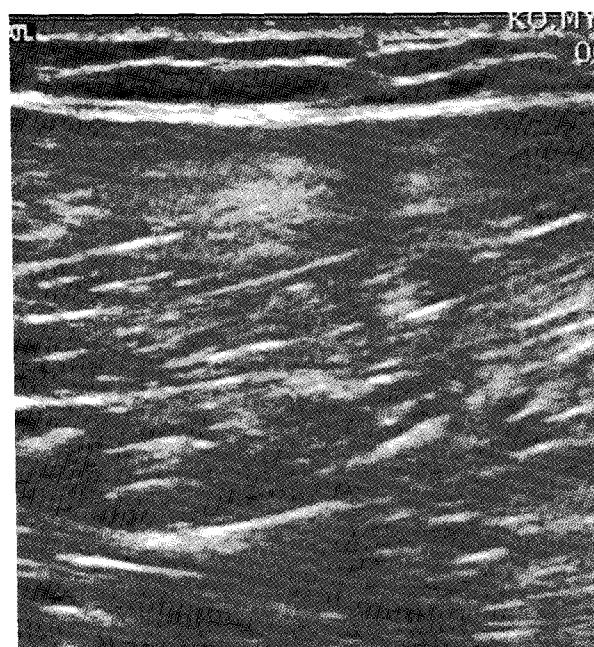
A professional soccer player was injured by acute deceleration (distension type). We took the ultrasonogram at adductor muscle group that showed hematoma collection and partial tear of adductor muscle.
